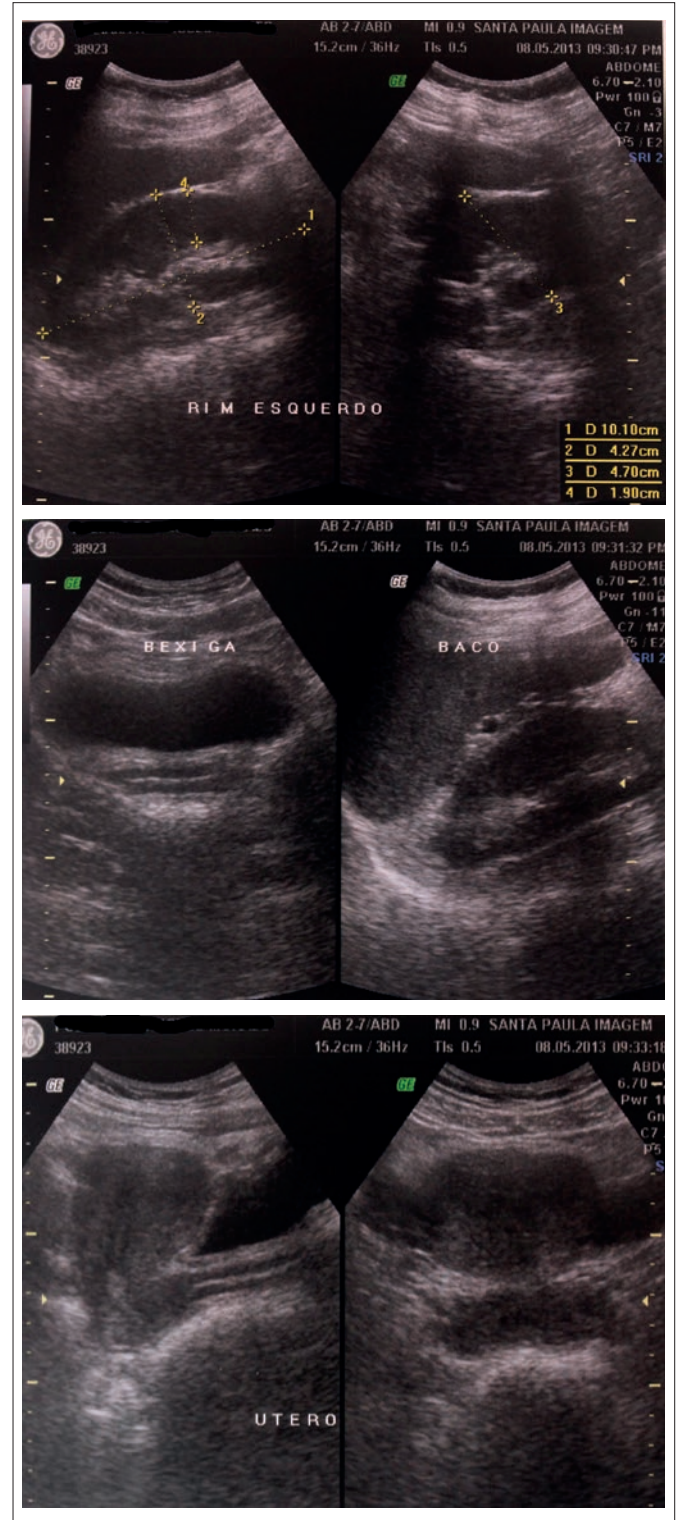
Ultrassonografia de abdômen total sem achados compatíveis com DIU
